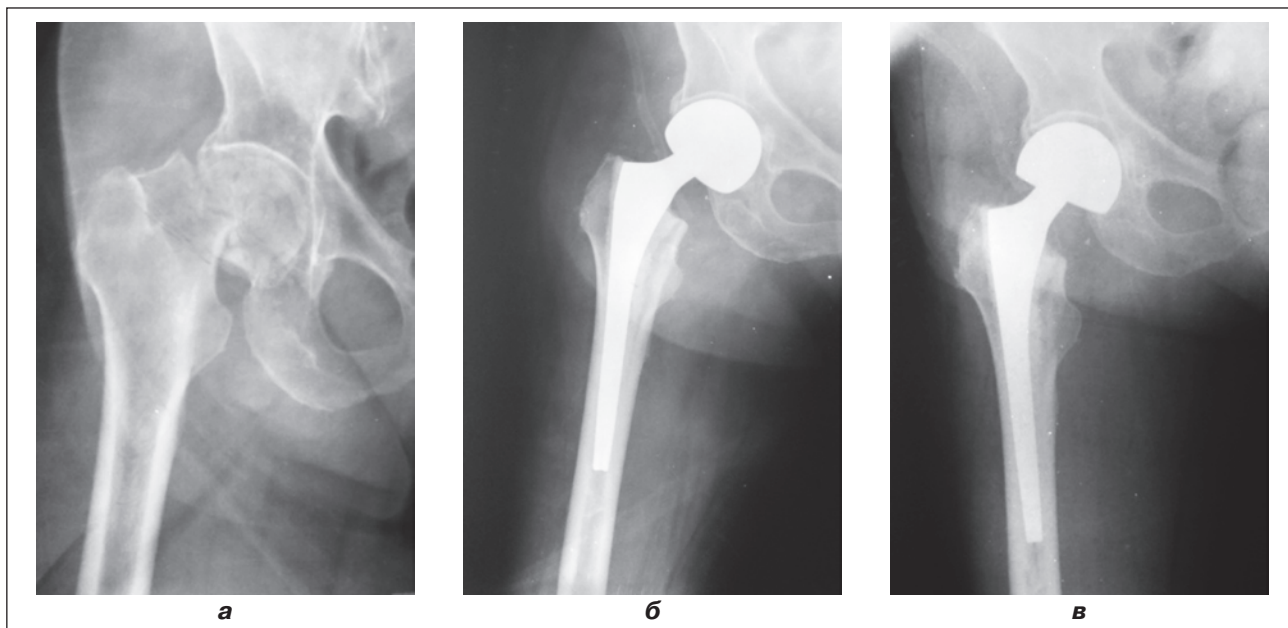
Фотовідбитки рентгенограм правого кульшового суглоба у передньозадній проекції хворої Ф., 65 років: а) субкапітальний перелом шийки правої стегнової кістки; б) однополюсне цементне ендопротезування правого кульшового суглоба ендопротезом фірми Igepe з біполярною головкою; в) після операції зшивання сідничних м'язів
